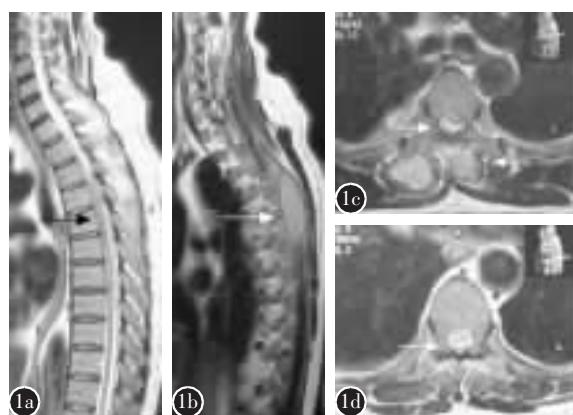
a 术前MRI矢状位T2像示T4-T8椎管内异常信号,胸髓明显受压 b MRI T2像示T4-T10椎体后缘软组织内异常信号影 c,d MRI横断面T2像示椎管内硬膜外椎管内占位,脊髓受压,皮下组织异常信号
